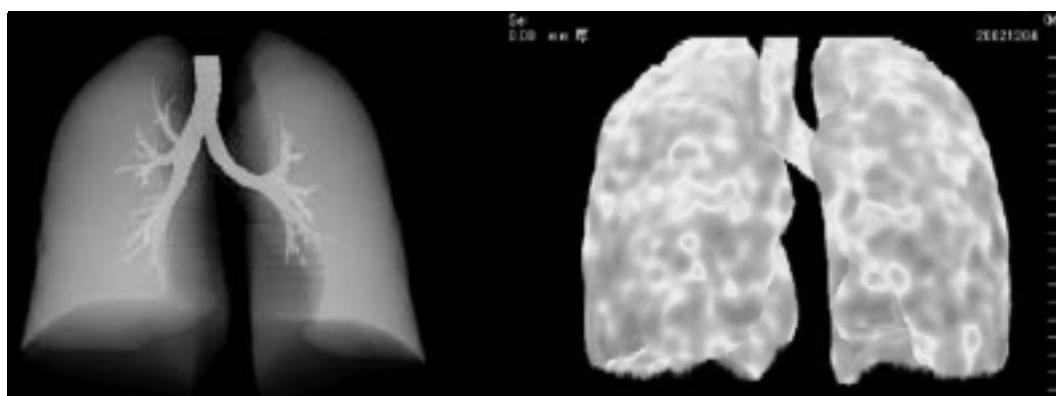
臨床3次元CT画像の構造機能マッピング。左：肺と気道、 右：換気画像。
